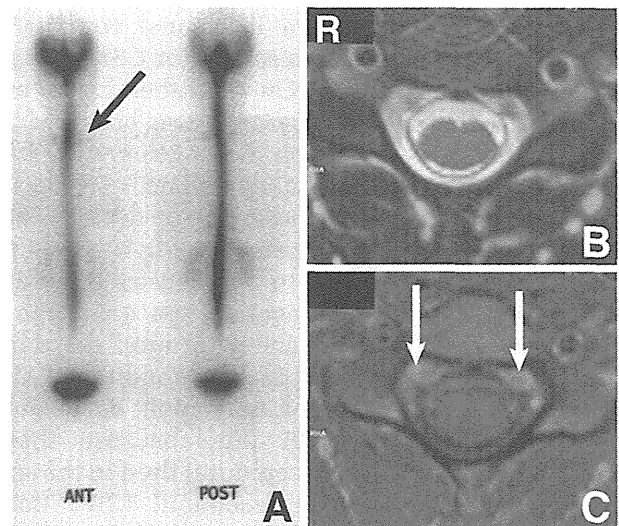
Frontal and posterior radioisotope cisternograms (A), and T₂-weighted (B) and T₁-weighted magnetic resonance images (C) at the upper thoracic region. Radioisotope cisternogram showing cerebrospinal fluid leaks at the upper thoracic region (A; arrow) and T₂-weighted image showing the floating dural sac sign (B). T₁-weighted image revealing enlarged adipose tissue filling the anterior part of the epidural space (C; arrows).
